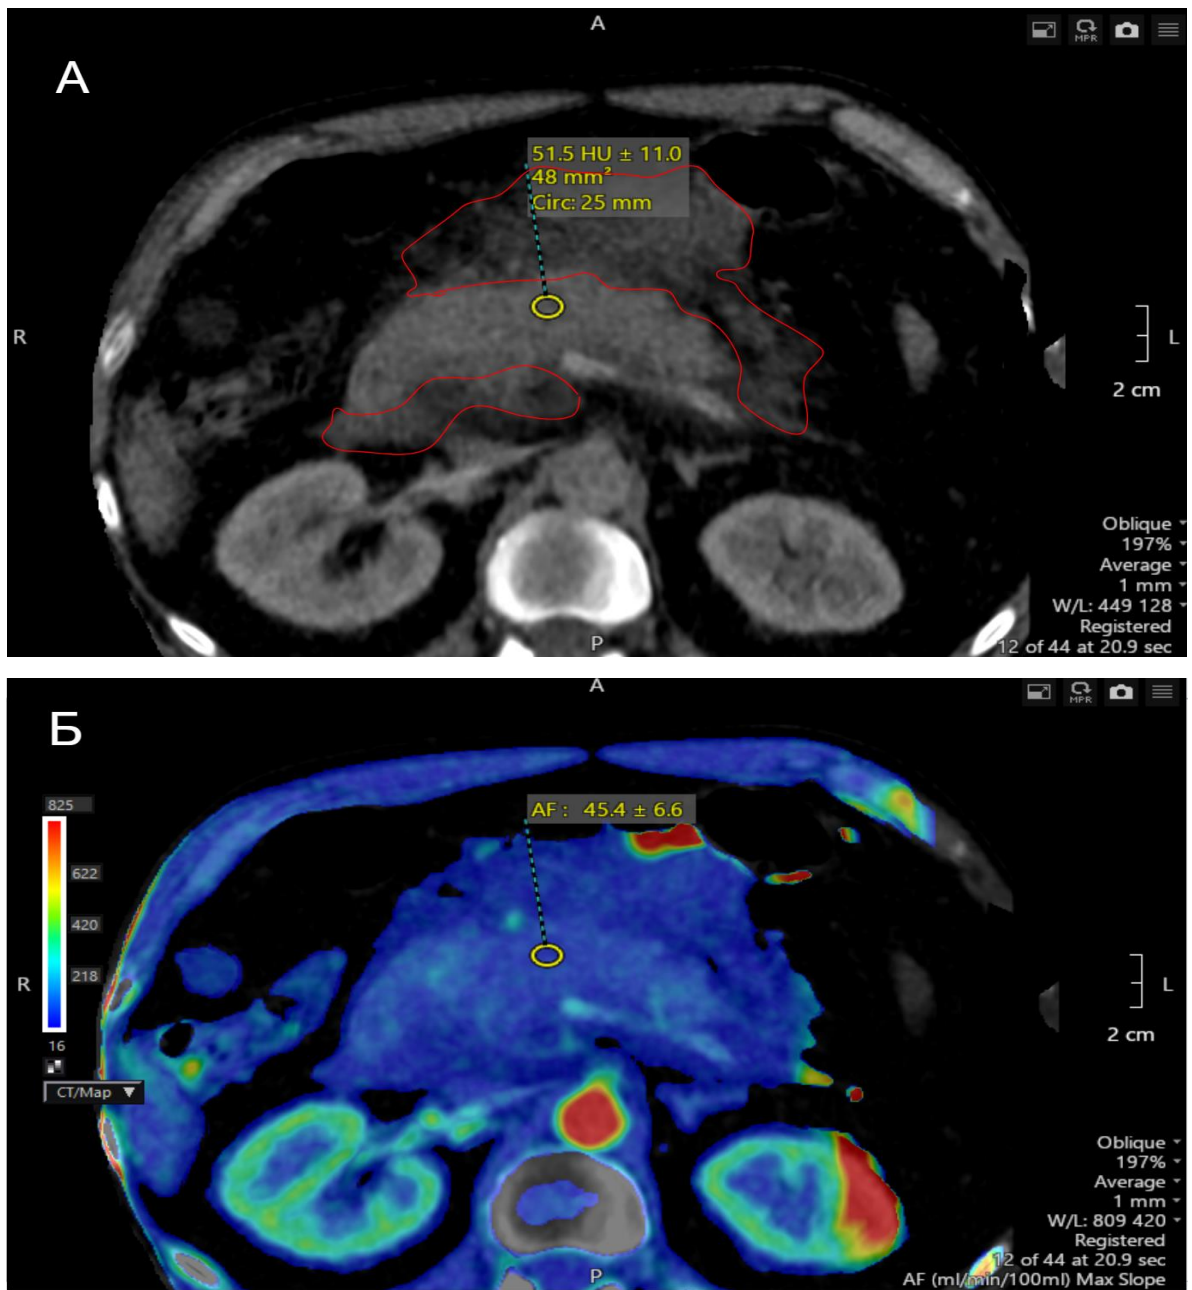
Перфузионная компьютерная томограмма, 1 сутки ОП: А – аксиальная проекция, нативное исследование (красным контуром выделена зона парапанкреатита); Б – аксиальная проекция, цветовая карта, желтым кругом отмечена скорость артериального кровотока в шейке поджелудочной железы
